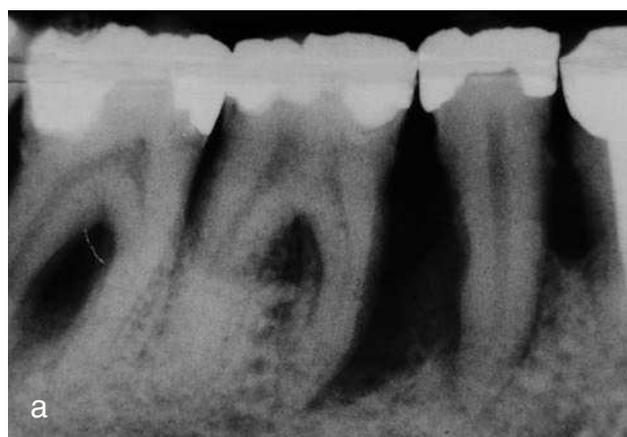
En la radiografía del año 1992 se aprecia una afectación de furca del diente 16 con endodoncia incompleta y con radiolucideces apicales en las tres raíces (a). Tras la revisión de las endodoncias se amputó la raíz disto-vestibular de la corona (b).
